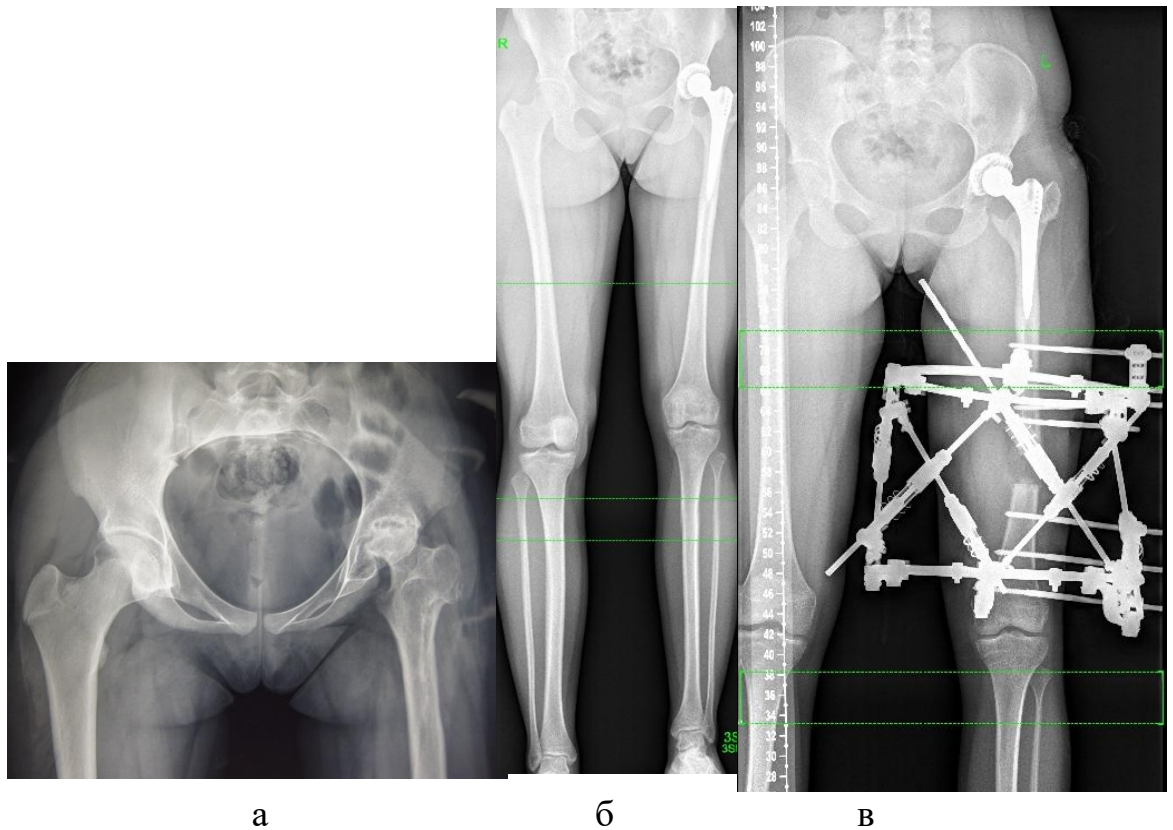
Пациент Ф., 16 лет: – последствия острого гематогенного остеомиелита в виде фиброзного анкилоза слева, состояние после оперативных вмешательств; б – после тотального эндопротезирования левого тазобедренного сустава, укорочение оперированной нижней конечности на 4 см; в – на этапе удлинения аппаратом Илизарова (OrthoSUV)
